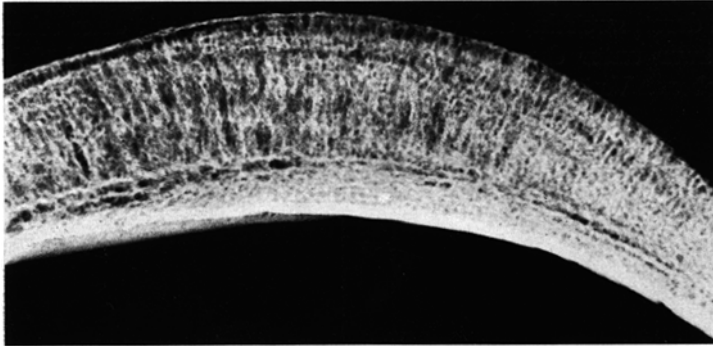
Fall 1: Auf das Doppelte vergrößertes Röntgenbild einer 6 mm dicken Knochenscheibe aus dem Scheitelbein.
